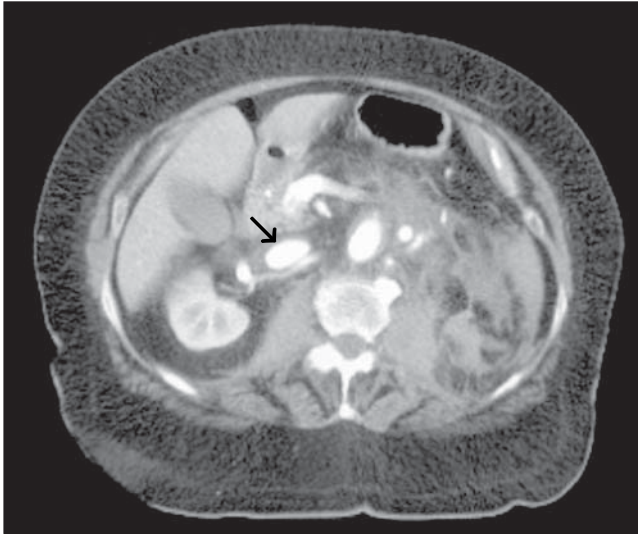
Imagen de TAC que muestra una vena cava dilatada y con una opacificación precoz, similar a la que se produce en la aorta.
